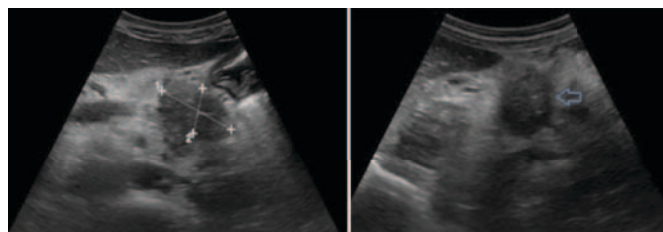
Abdominal ultrasound showing an hypoecogenic nodule with irregular borders and heterogeneous content in the pancreatic tail with 43x25 mm (blue arrow).
